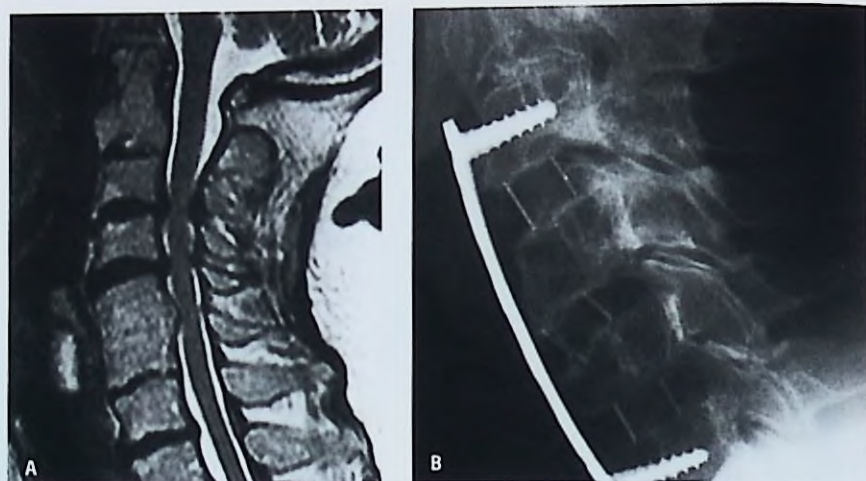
DD múltiple cervical. (A) RM sagital en T2. (B) Rx simple de perfil luego de una discectomía anterior múltiple con artrodesis instrumentada
